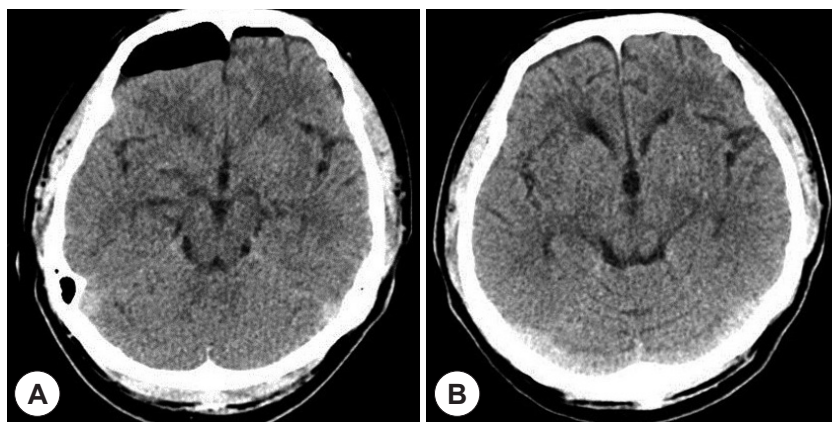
The 15th and 23rd postoperative images. The 15th axial brain CT shows decreased air collection at frontal region and corrected midline shift (A). The 23rd axial brain CT shows no air collection at frontal region (B).
